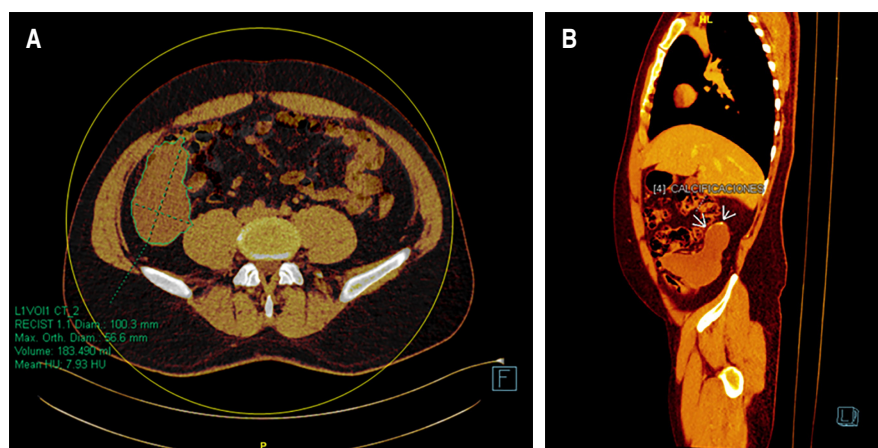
Corte transversal y sagital de tomografía computarizada que demuestra masa quística en la región apendicular, de pared delgada con posición retroperitoneal.
